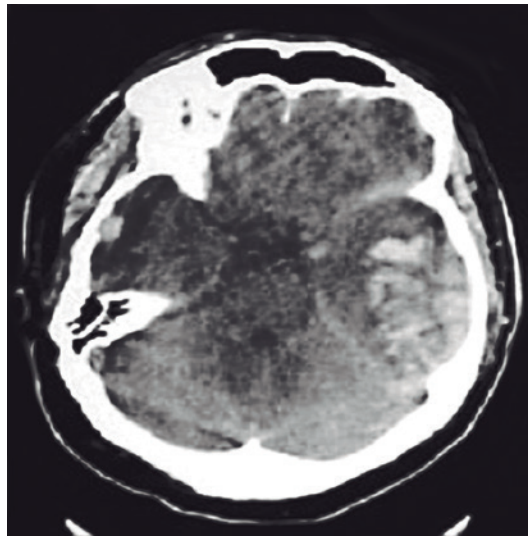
TAC de cráneo donde se aprecia un hematoma intraparenquimatoso.
